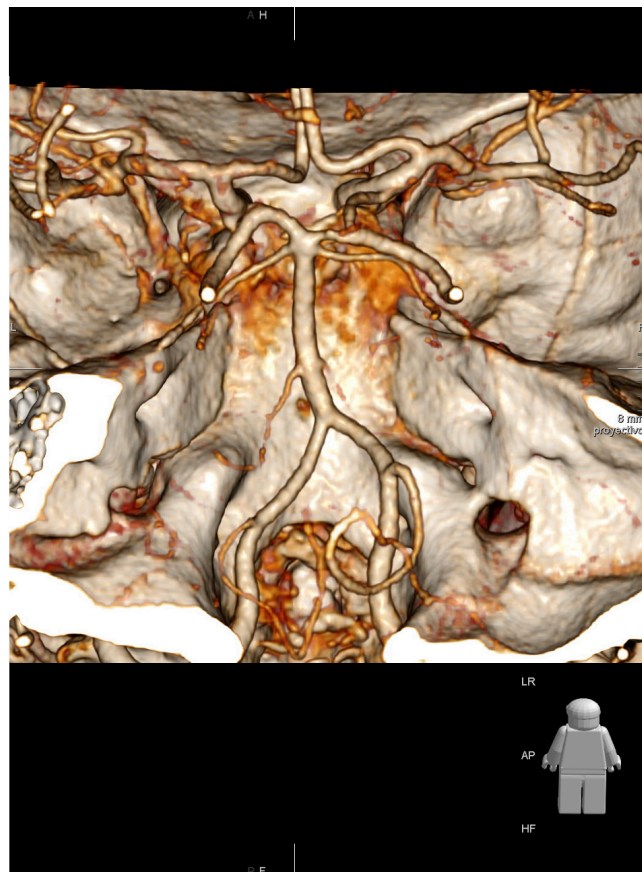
Polígono angiografía por tomografía computarizada (angio-TC).
